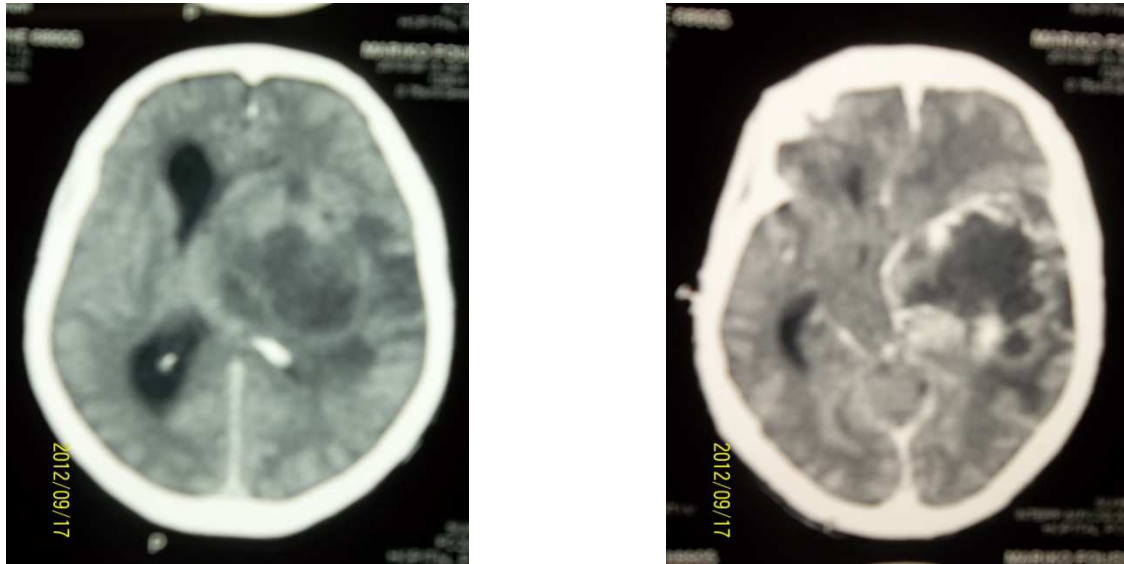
TDM cérébrale : Coupe axiale avant et après l'injection de produit de contraste : présence d'une masse tissulaire hétérogène à centre hypodense rehaussée après produit de contraste évocatrice d'un glioblastome.
